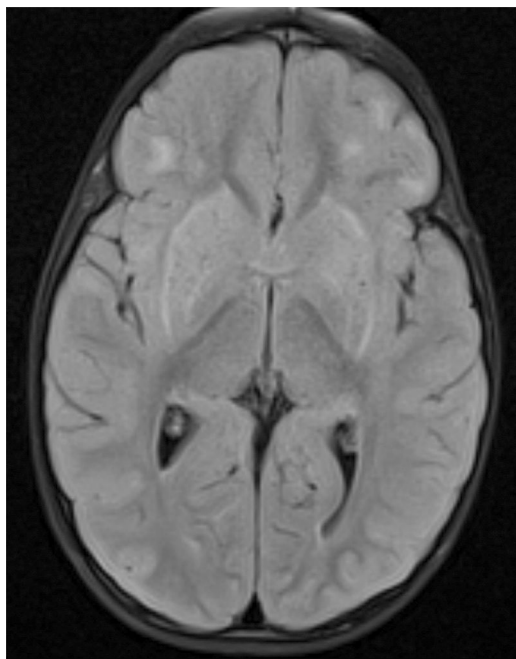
RM cerebral con hiperseñal en T2 y FLAIR.
